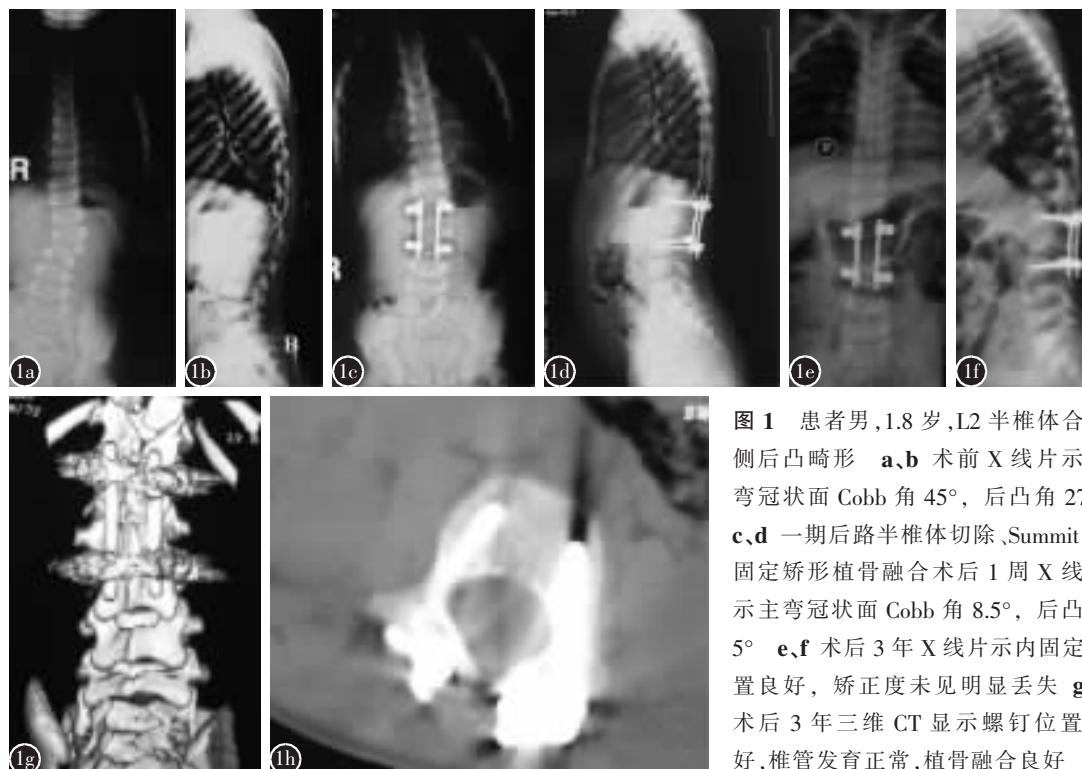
患者男, 1.8 岁, L2 半椎体合并侧后凸畸形 a、b 术前 X 线片示主弯冠状面 Cobb 角 45°, 后凸角 27° c、d 一期后路半椎体切除、Summit 内固定矫形植骨融合术后 1 周 X 线片示主弯冠状面 Cobb 角 8.5°, 后凸角 5° e、f 术后 3 年 X 线片示内固定位置良好, 矫正度未见明显丢失 g、h 术后 3 年三维 CT 显示螺钉位置良好, 椎管发育正常, 植骨融合良好
